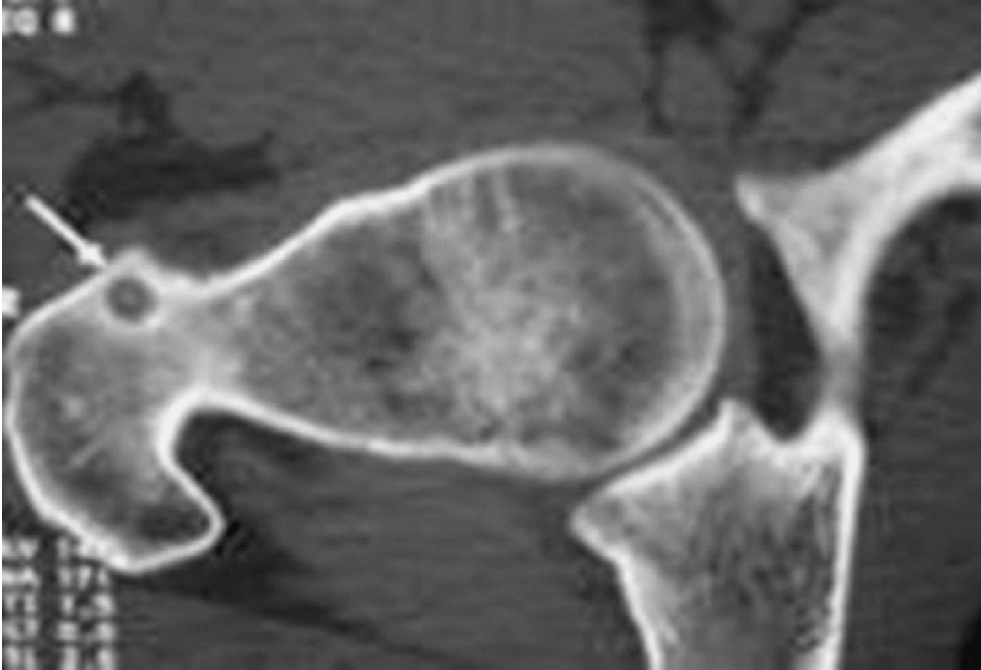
TDM en coupe axiale: le nidus (flèche) se présente sous forme d'une image hypodense, arrondie, bien circonscrite, intraspongieuse entourée d'un fin liseré d'ostéosclérose. La corticale adjacente est soulevée et peu épaissie(6).
